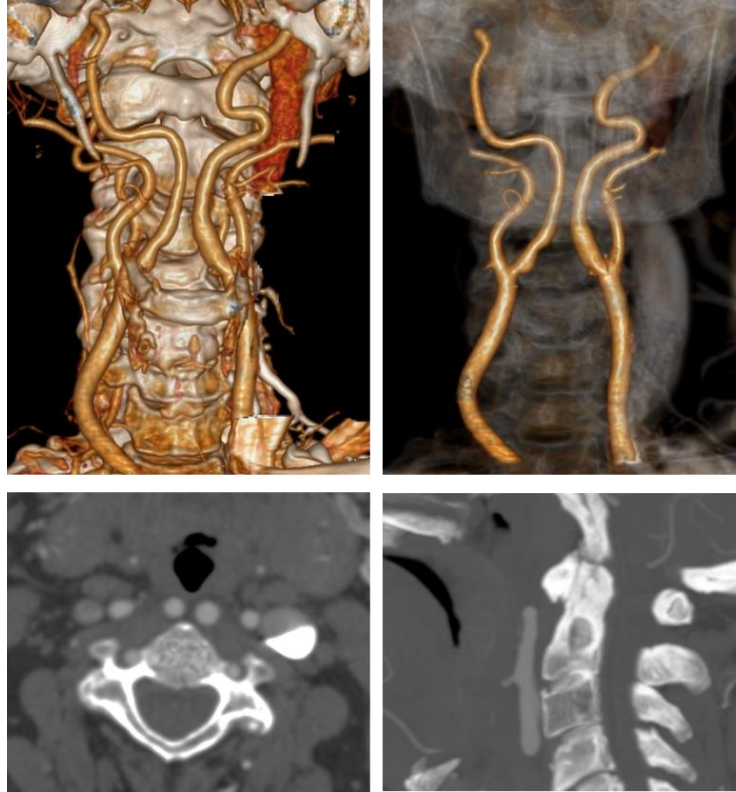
КТ-ангиография у пациента с гемангиомой С3 позвонка и целующимися артериями (kissing carotid arteries)
